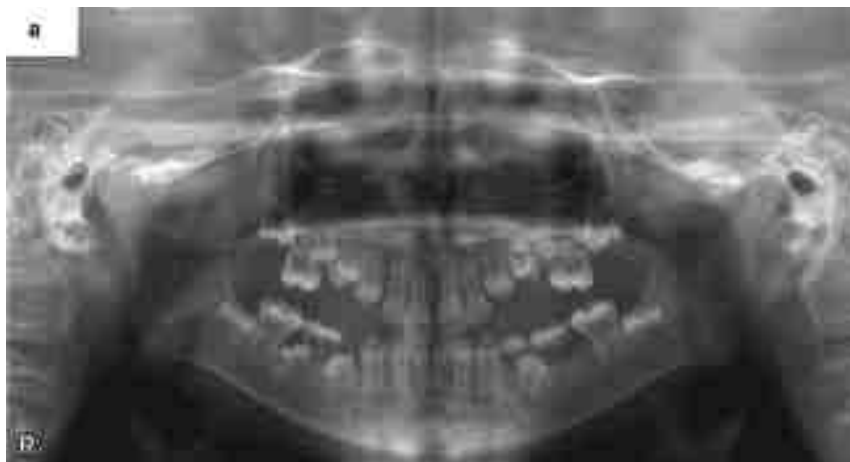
Radiographie panoramique à 11 ans et 5 mois (32).
